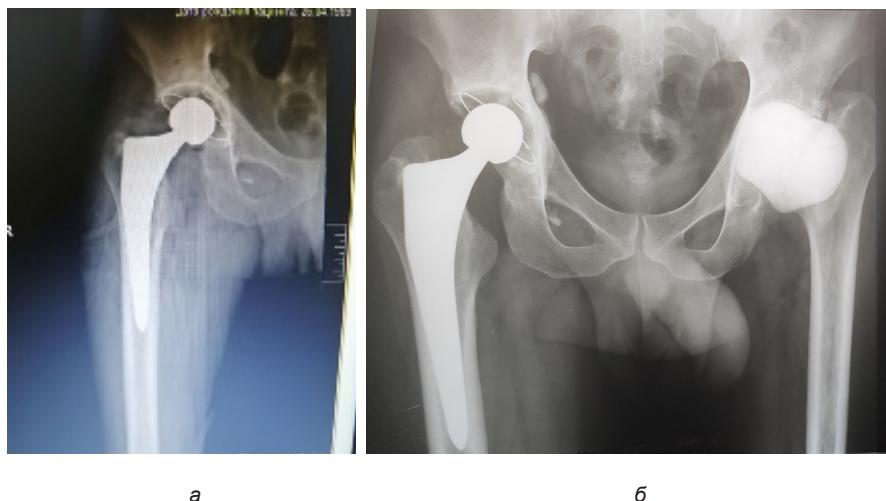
Рентгенограммы: а — эндопротезированного правого тазобедренного сустава от 17.07.2024 ; б — обоих тазобедренных суставов в марте 2025 г.
